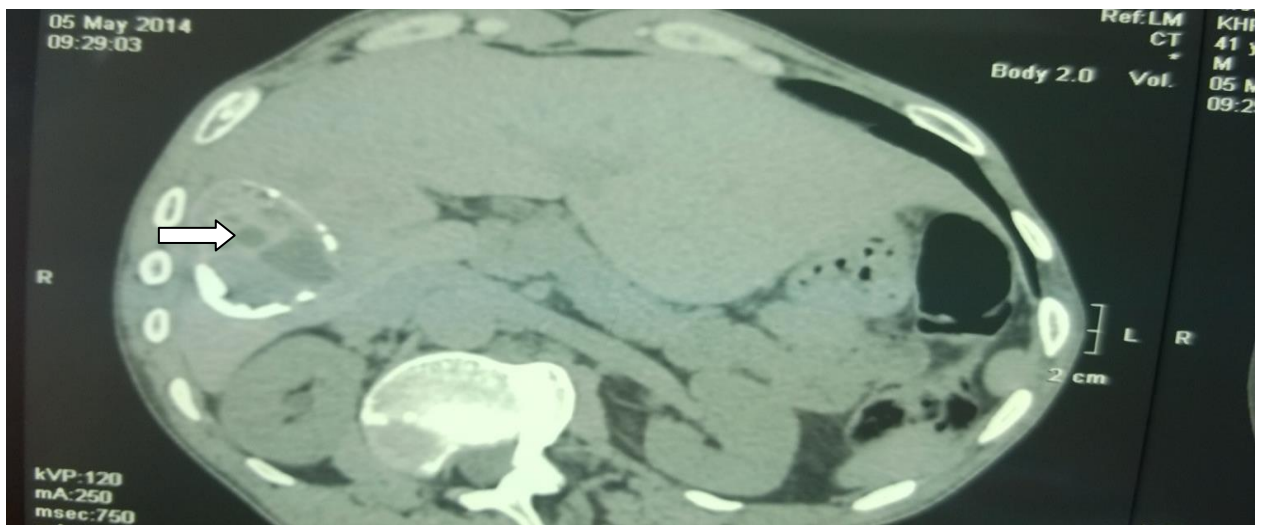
Компьютерная томограмма больной Х. Альвеококкоз правой доли печени (стрелка).
